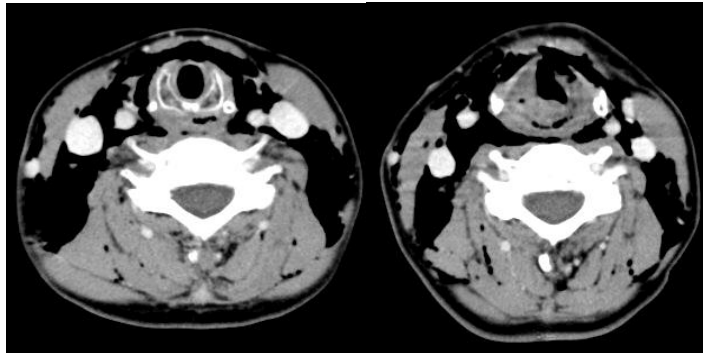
Neck CT views showed diffuse emphysema in neck soft tissue space and swelling of laryngeal structures due to laryngeal trauma.
